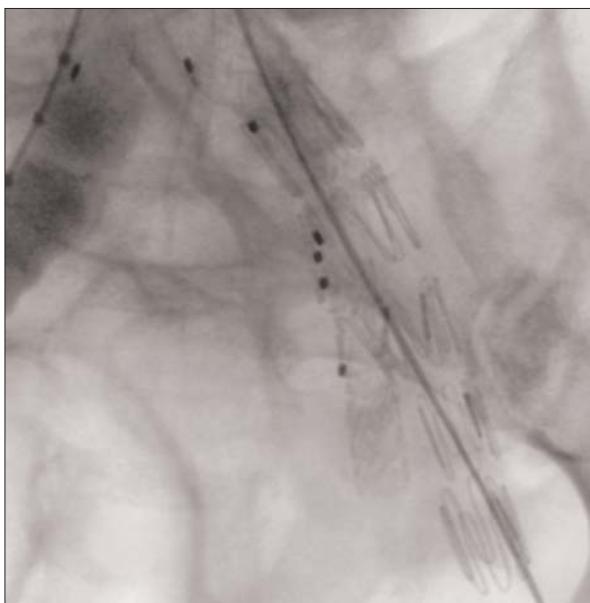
Radiografía simple de la endoprótesis ilíaca con rama lateral + prolongación a hipogástrica con *stent* recubierto.
